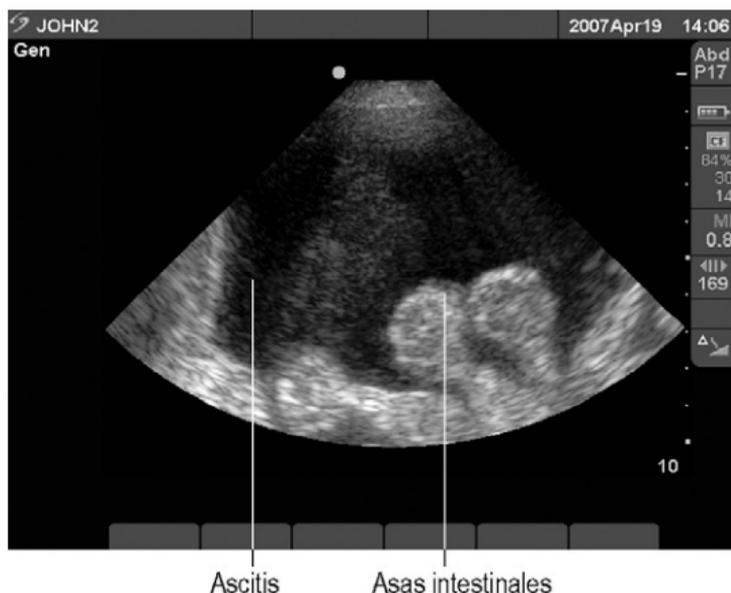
Ecografía de un abdomen con ascitis.
